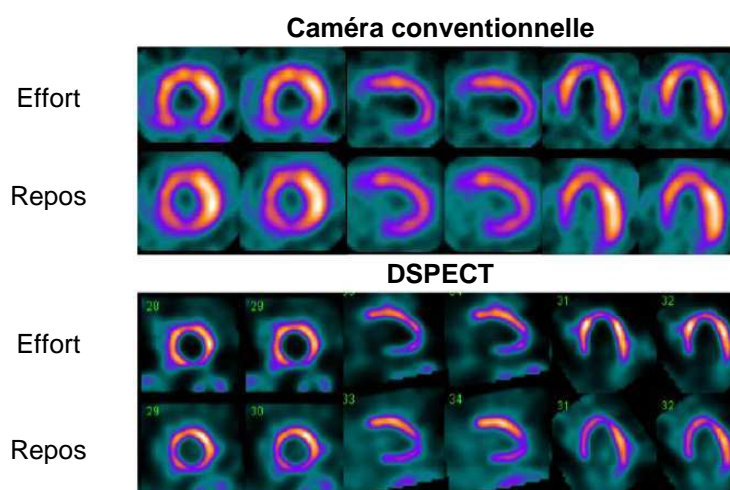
Comparaison des coupes tomographiques reconstruites obtenues à l'effort ( $^{201}\text{Tl}$ ) et au repos ( $^{99m}\text{Tc}$ -MIBI) avec une gamma-caméra d'Anger (en haut) et avec la caméra DSPECT (en bas) [Ben-Haim et al., 2010].
